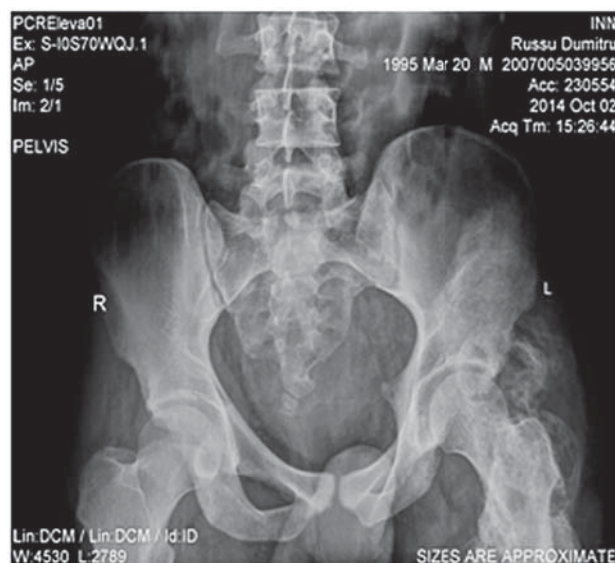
Radiografia oaselor bazinului şi osului femoral stâng.
